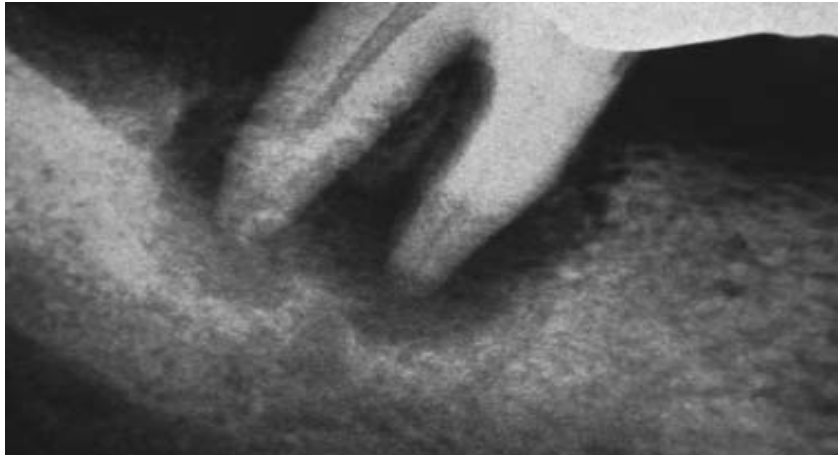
Radiografía dentoalveolar que muestra lesión radiolúcida asociada a las raíces de molar inferior¹⁰.
